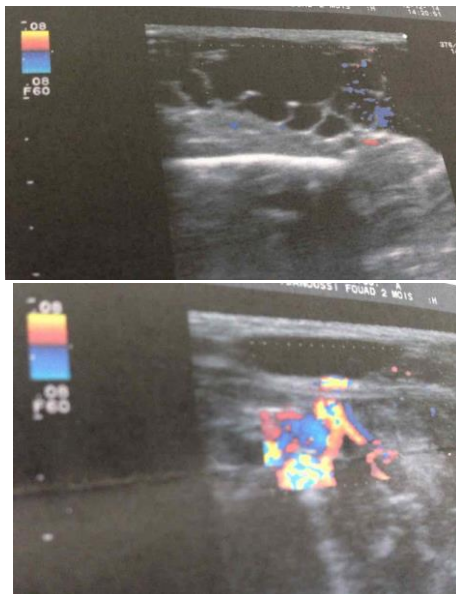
Cloisonnement et hypervascularisation du lymphangiome kystique à l'échographie
